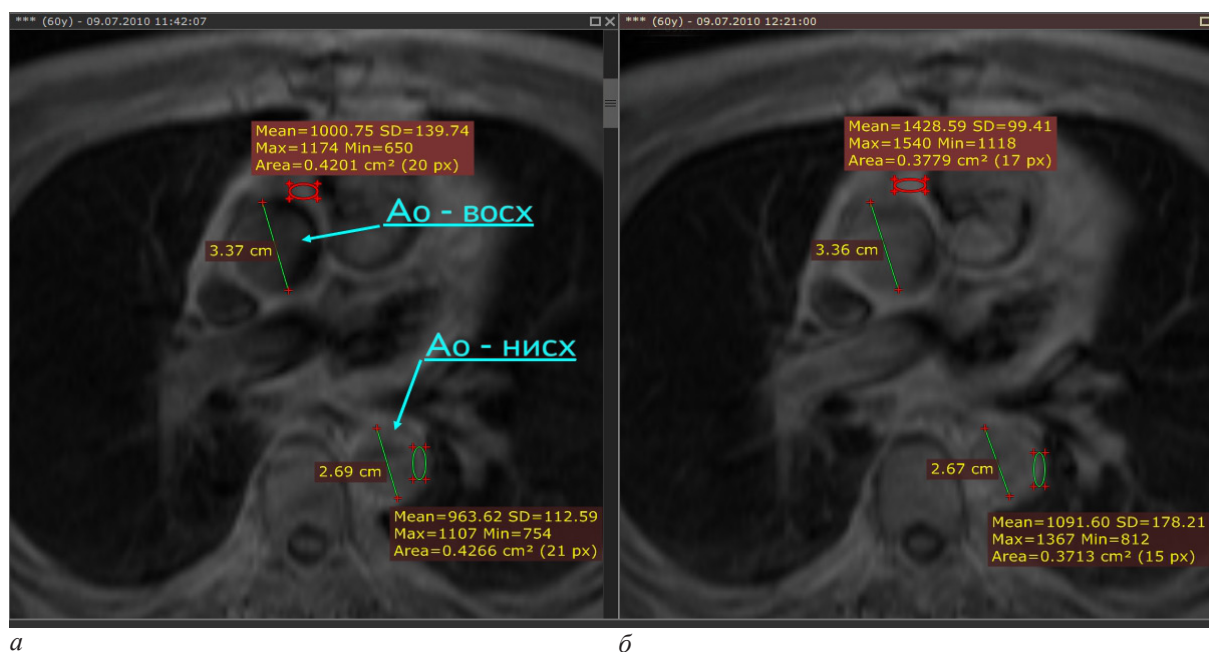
Определение размеров грудной аорты в восходящем и нисходящем колене и индекса контрастного усиления стенки при ПМКУ: *а* – МРТ ОГК в T1-изображении (TR=500 мс, TE=12 мс), аксиальные срезы на уровне бифуркации ствола легочной артерии. Хорошо можно видеть поперечные срезы восходящего (отмечено Ao-восх, со стрелкой) и нисходящего (Ao-нисх, со стрелкой) колен грудной аорты. Средствами обработки изображений определялся их поперечник, а также интенсивность (яркость) на элемент изображения T1-ВИ участка стенки аорты. Затем интенсивность определялась для тех же участков на T1-ВИ, записанном после введения контраста-парамагнетика. Как отношение величин интенсивности после и до ПМКУ рассчитывался индекс усиления T1-ВИ для стенок восходящей и нисходящей аорты
